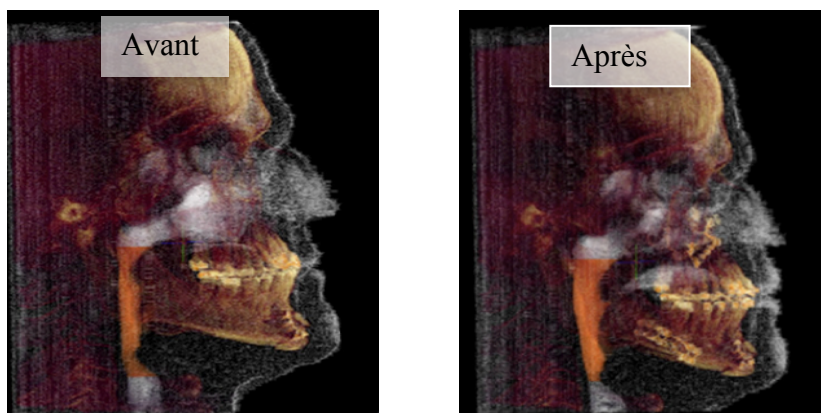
Cone beam CT avant et après chirurgie d'avancement maxillo-mandibulaire.
